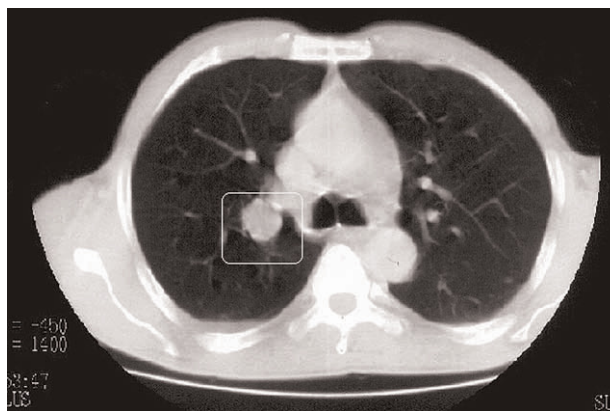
Tomografía computarizada corporal.
